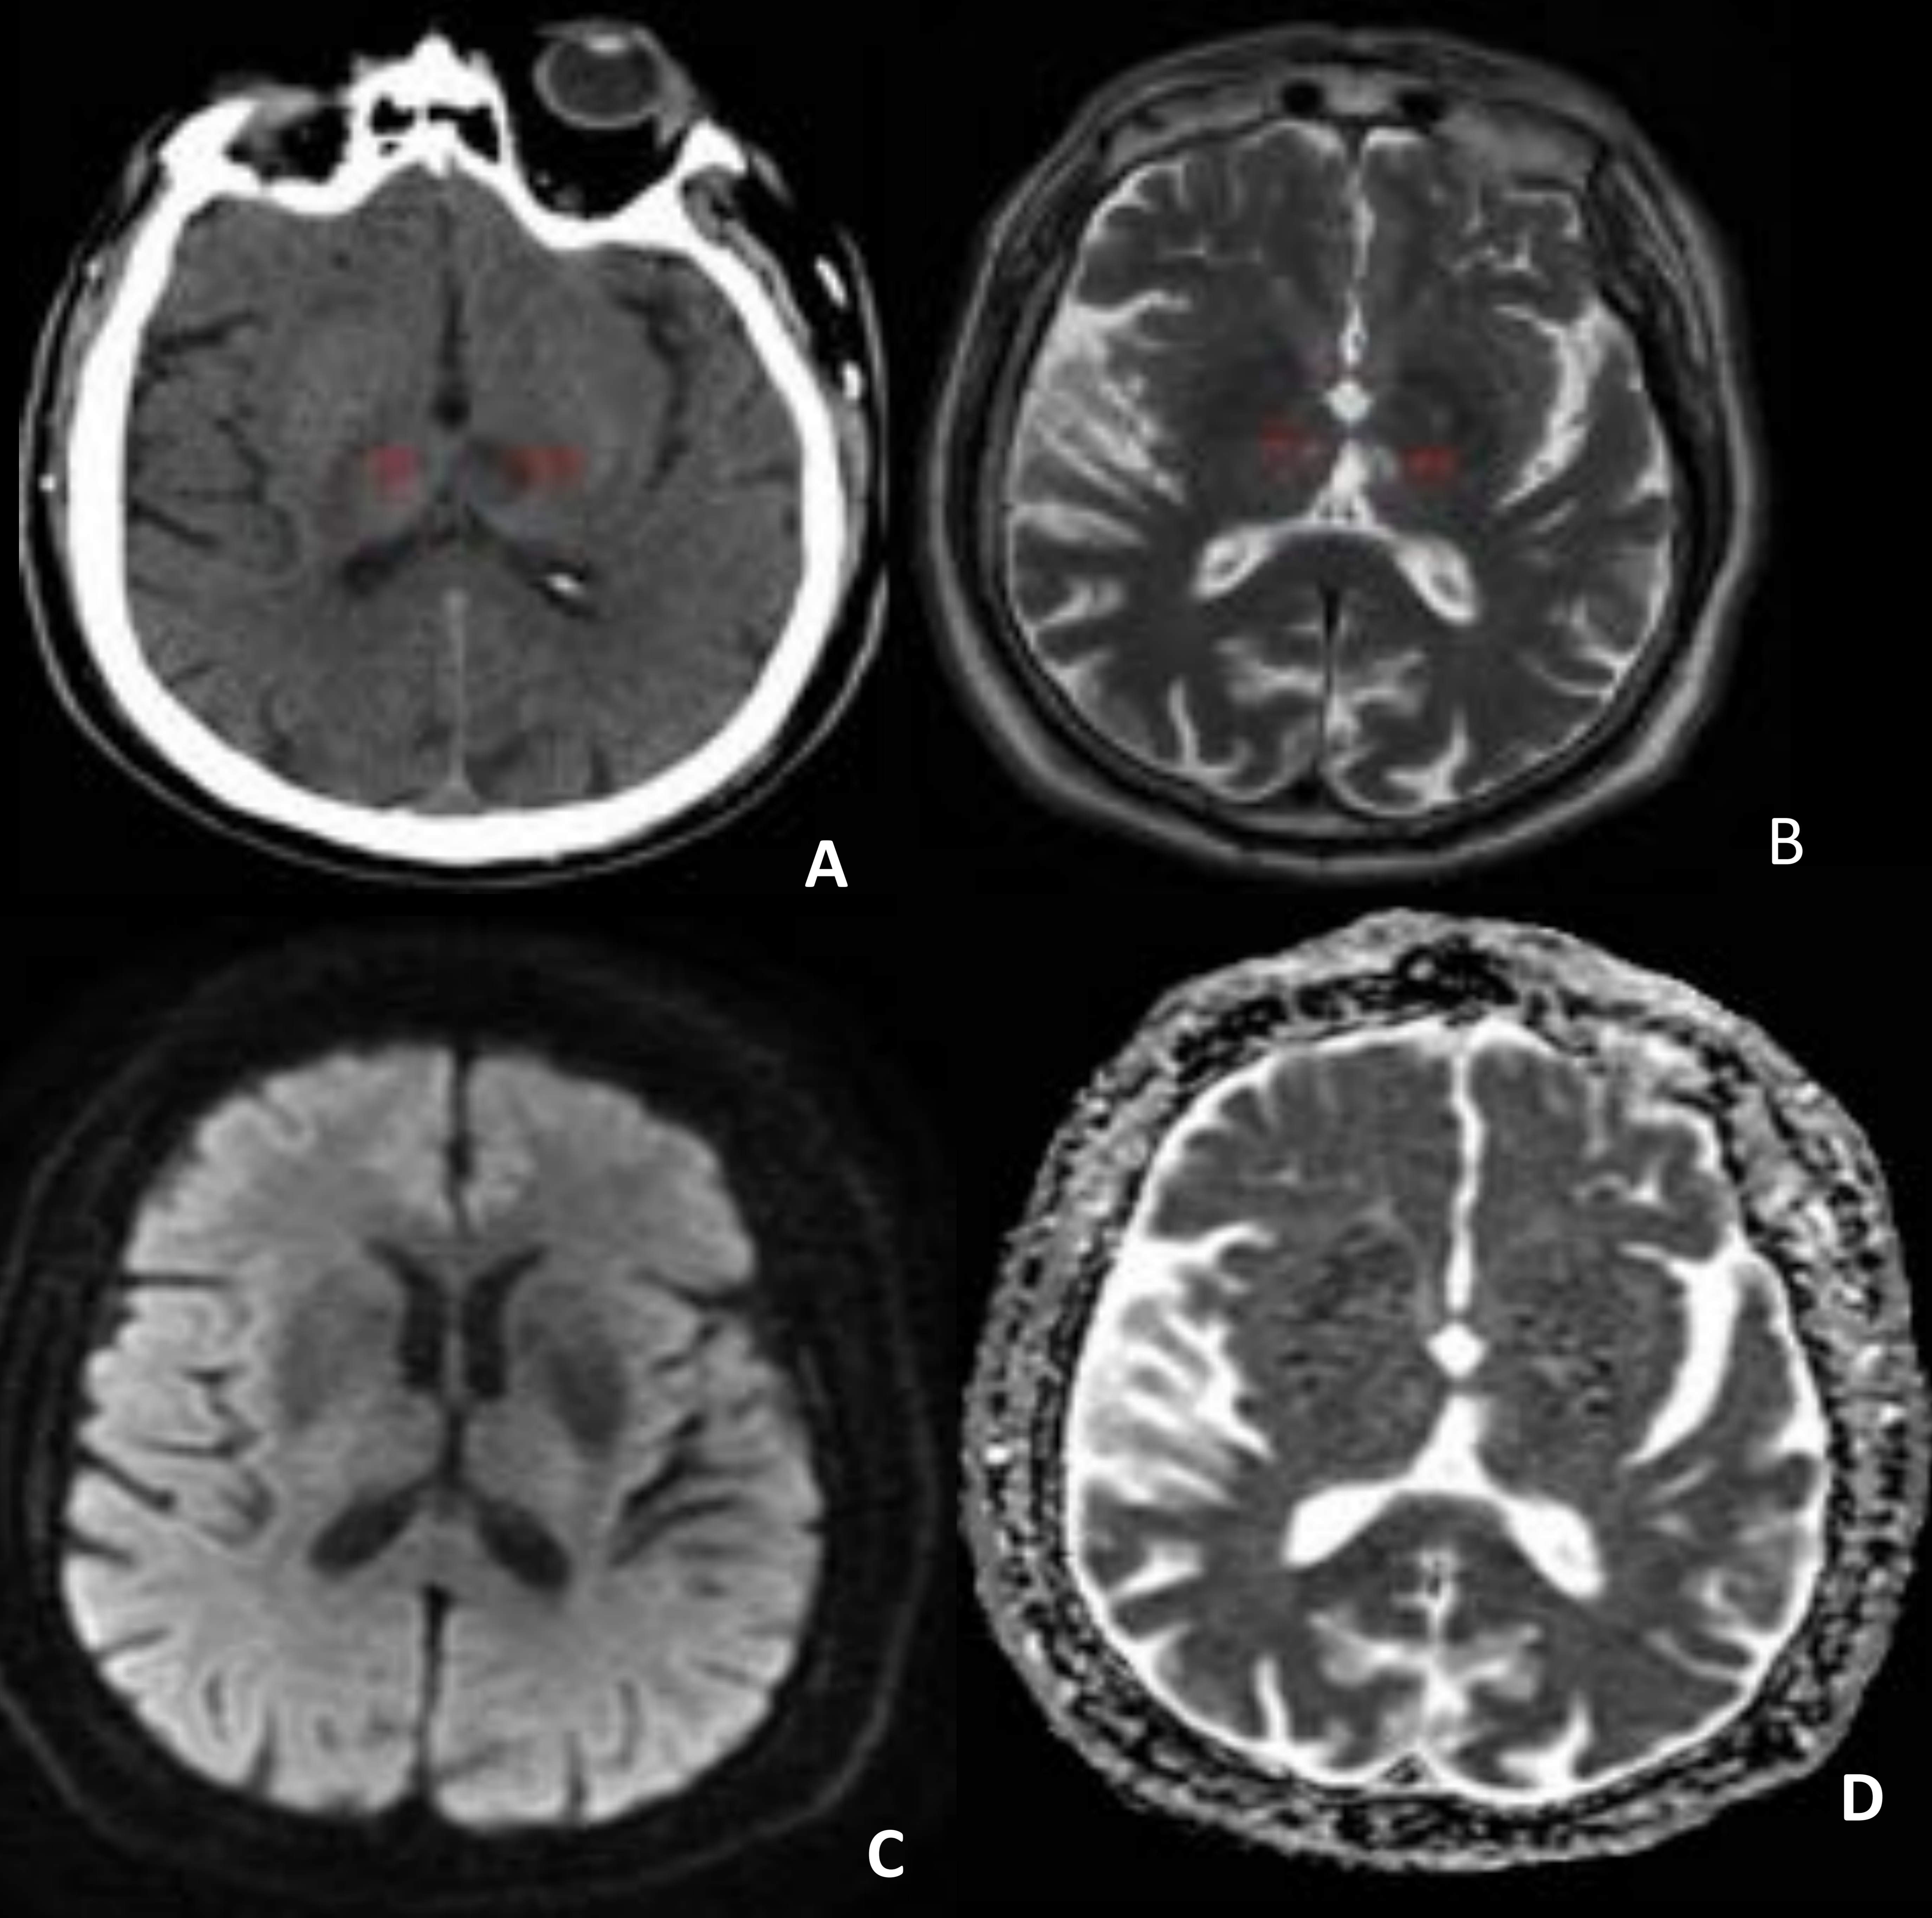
Paciente de 63 años con antecedente de HTA, DM-II, obesidad y dislipidemia, quien consulta por cuadro de 3 meses de evolución de alteraciones de la memoria. En TC craneal sin CIV (A) áreas hipodensas talámicas paramediales asimétricas bilaterales de predominio izquierdo. Se corresponden con lesiones hiperintensas en el estudio de RM Axial T2 (B) sin representación en DWI (C) y en mapa ADC (D). Hallazgos que sugieren lesión isquémica en fase establecida (crónica) en territorio dependiente de la arteria de Percherón.
